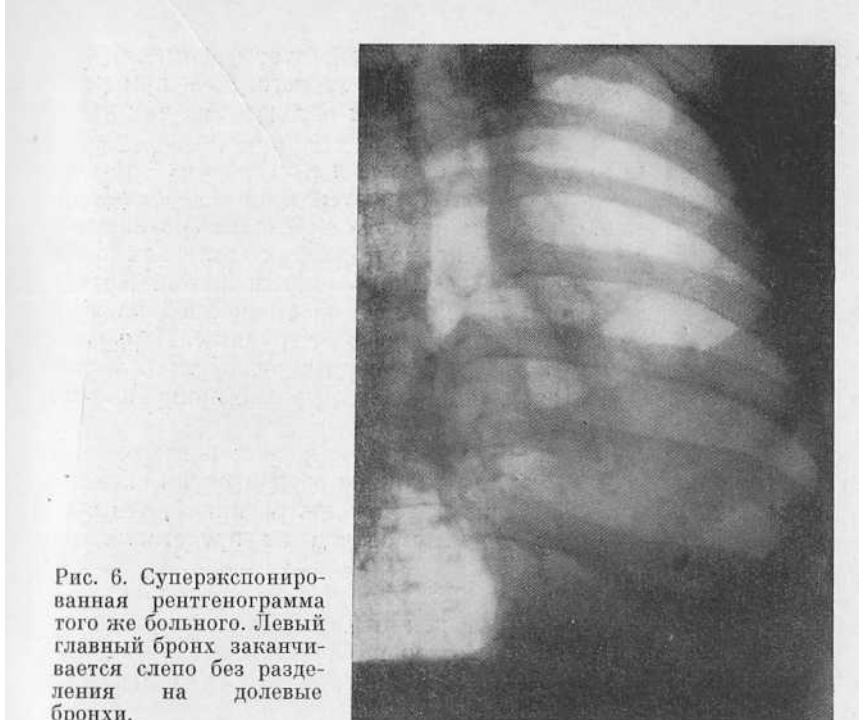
Суперэкспонированная рентгенограмма того же больного. Левый главный бронх заканчивается слепо без разделения на долевые бронхи.
